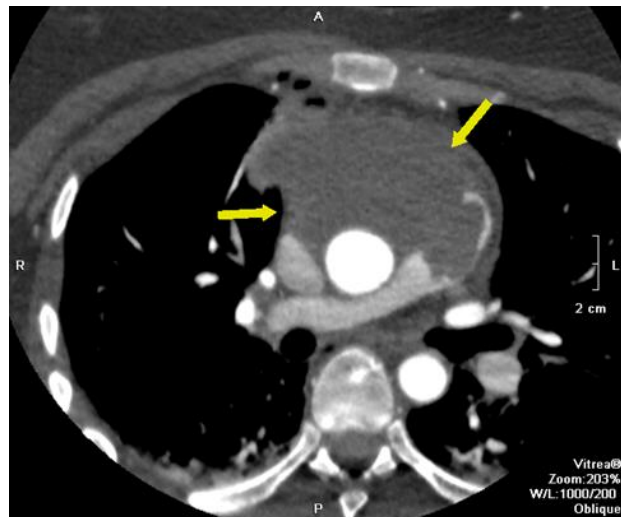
КТ-дослідження пацієнтки К. (пухлина позначена стрілками).
